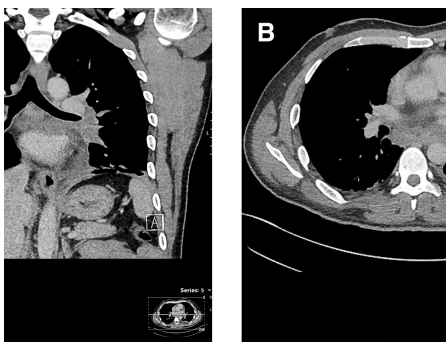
Computertomogramm-Aufnahmen, A) Koronar- und B) Axialschnitt. Junger Patient mit unspezifischer Verschlechterung des Allgemeinzustands nach respiratorischem Infekt. Computertomographisch ausgeprägte Imbibierung des mediastinalen Fettgewebes, insbesondere infrakarinär, bei insgesamt verbreitertem Mediastinum, womit eine akute Mediastinitis diagnostiziert werden konnte.
